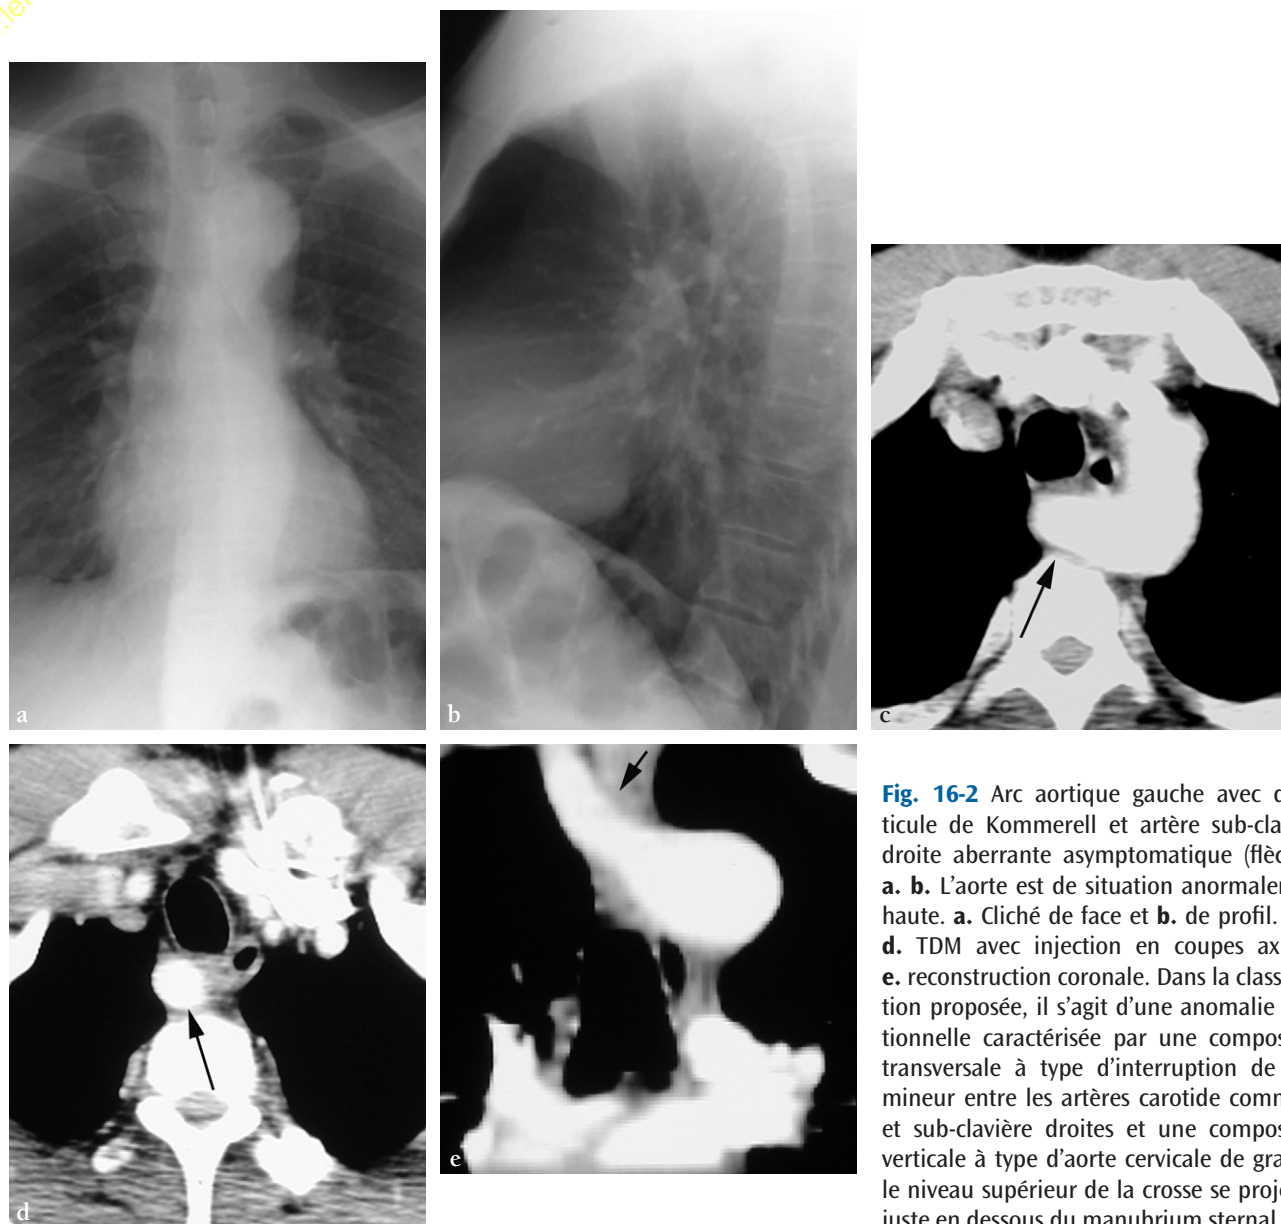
Arc aortique gauche avec diverticule de Kommerell et artère sub-clavière droite aberrante asymptomatique (flèches). a. b. L'aorte est de situation anormalement haute. a. Cliché de face et b. de profil. c. et d. TDM avec injection en coupes axiales. e. reconstruction coronale. Dans la classification proposée, il s'agit d'une anomalie positionnelle caractérisée par une composante transversale à type d'interruption de l'arc mineur entre les artères carotide commune et sub-clavière droites et une composante verticale à type d'aorte cervicale de grade I, le niveau supérieur de la crosse se projetant juste en dessous du manubrium sternal.
